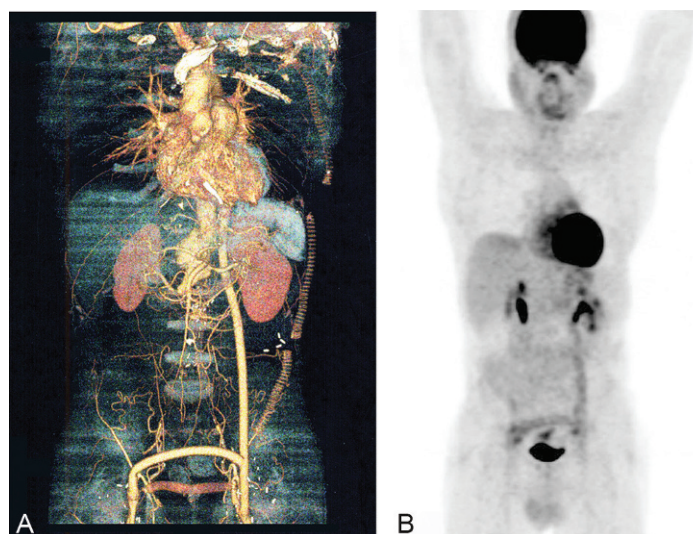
Reconstruction en VRT d'un angioscanner thoraco-abdominal et pelvien montrant une prothèse vasculaire entre l'aorte descendante et les deux artères fémorales sans collection périprothétique de liquide ou présence de gaz (A). Reconstruction de la TEP au FDG en face antérieure (B) montrant une fixation autour et le long de la prothèse vasculaire fonctionnelle et l'absence de fixation sur les anciennes prothèses latérales non fonctionnelles. La prothèse suspecte a été remplacée par une prothèse argentée aorto-bifémorale et l'analyse bactériologique a permis d'identifier la présence de *Staphylococcus aureus*.
